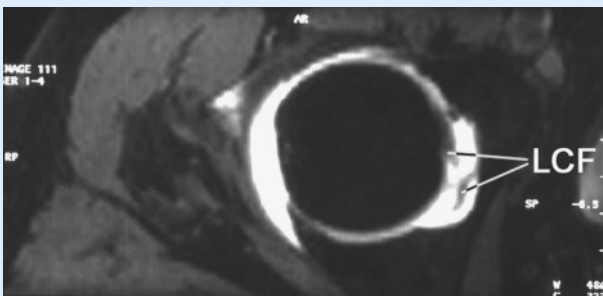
◀ Arthro-MRT, transversaler Schnitt (Patient wie in □ Abb. 1, 2); das Lig. capitis femoris (LCF) stellt sich nicht kontinuierlich dar
